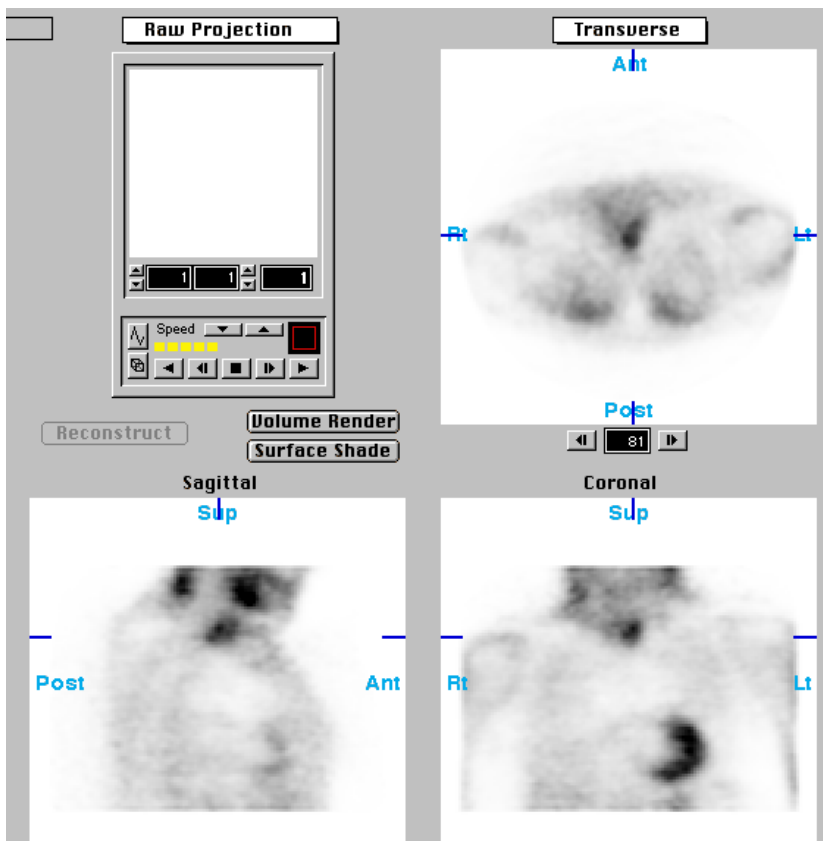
SPECT mit iterativer Rekonstruktion
